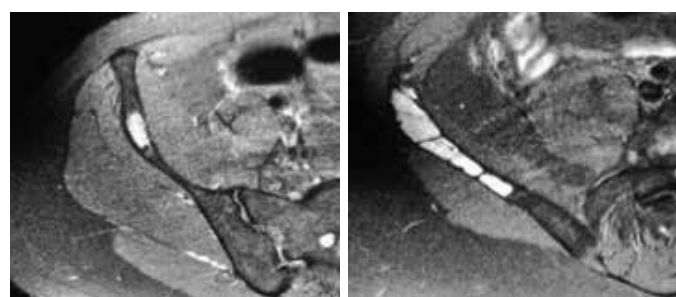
Cortes axiais de ressonância magnética do ilíaco esquerdo evidenciando lesão na asa do ilíaco, insuflativa, com hipersinal em T2, mais cranial (A) e mais caudal (B).
